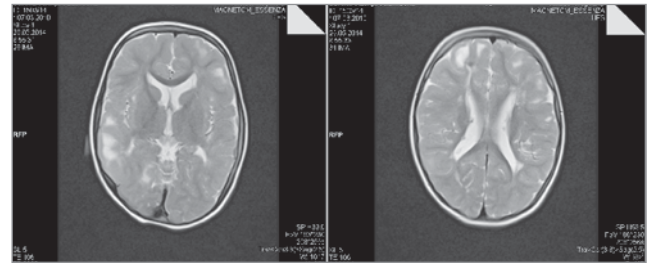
МРТ головного мозку дитини з туберозним склерозом у віці чотирьох років (субкортикальні туберси, субепіндимальні вузли)
